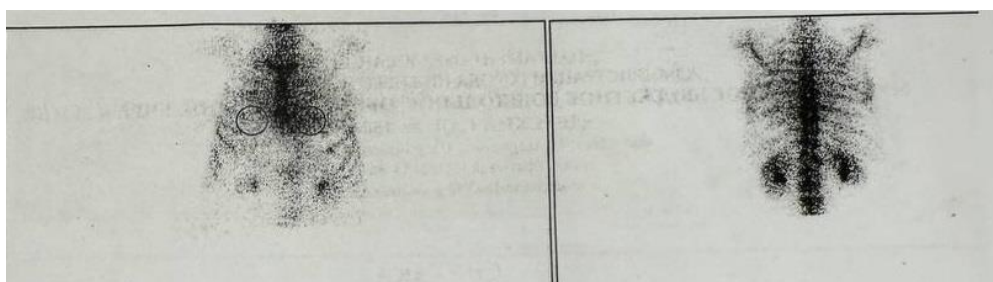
Данные планарной сцинтиграфии пациентки Ч. на амбулаторном этапе
